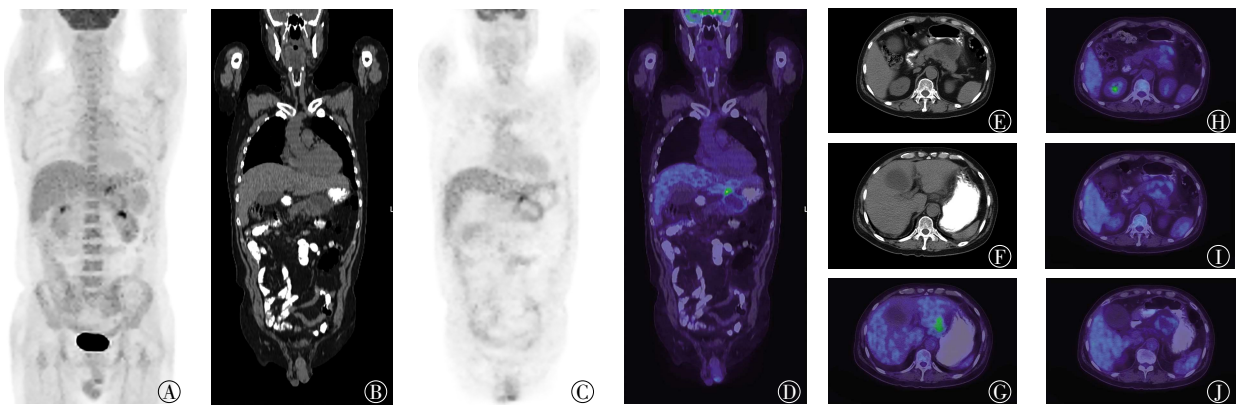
慢性胰腺炎伴周围假性囊肿形成患者(男性,50岁)的 ^{18}F -FDG PET/CT图像 图中,A:全身MIP图;B、C、D:胰体囊性病灶冠状位CT图、PET图、PET/CT融合图;E:胰体囊性病灶横断位CT图;F:胃左动脉区结节横断位CT图;G:胃左动脉区结节横断位PET/CT融合图;H、I、J:胰体囊性病灶横断位PET/CT融合图;MIP:最大密度投影。
